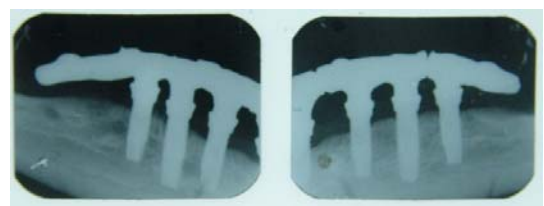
Radiografia mostrando adaptação da estrutura metálica.
